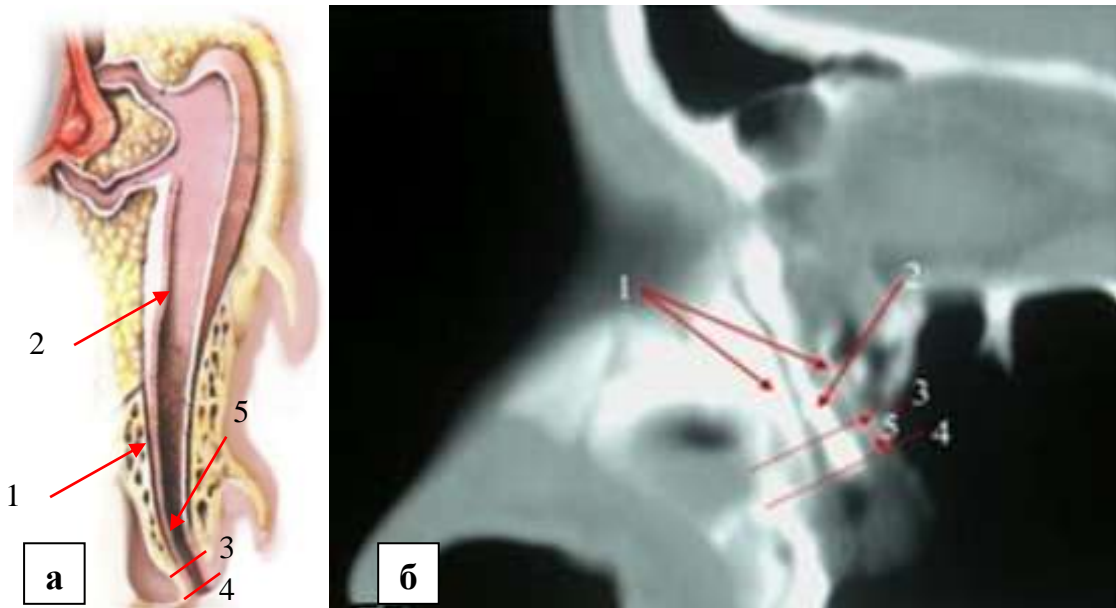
МСКТ-изображение СОП в косой реконструкции у пациентов со вторым вариантом строения устья НСП.
